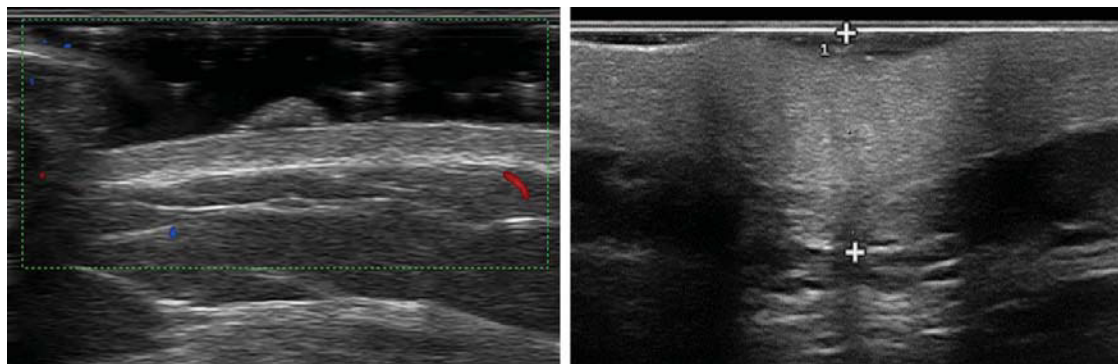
Эхотомограммы, полученные с помощью высокочастотного датчика 22 МГц. Слева – ультразвуковая картина простого невуса. Четко визуализируется сам невус и сохраненная дерма. Справа – ультразвуковая картина меланомы. Хорошо визуализируется опухолевая инфильтрация во все слои дермы и субдермальный слой.
